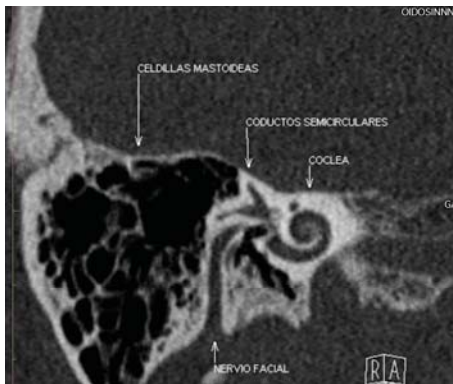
Tomografía computada. Corte oblicuo axial a nivel del segmento laberintico izquierdo, señalado celdillas mastoideas, conductos semicirculares, coclea y nervio facial, en su trayecto a través del conducto auditivo interno. Imagen cortesía del Departamento de Neuro radiología del INNN.
